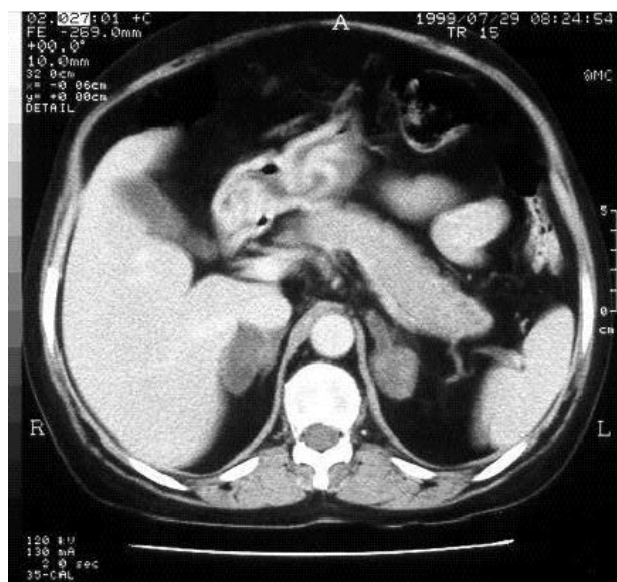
Tomografia computadorizada das adrenais de paciente com Síndrome de Cushing independente de ACTH: aumento nodular bilateral das adrenais.
